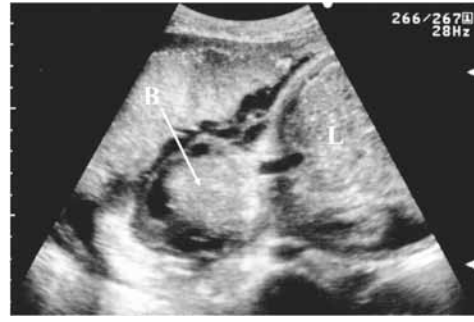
臍帯ヘルニアの超音波断層像。臍部から腹腔外に脱出した腸管(B)がヘルニア嚢内に認められる(L; 肝臓)。
